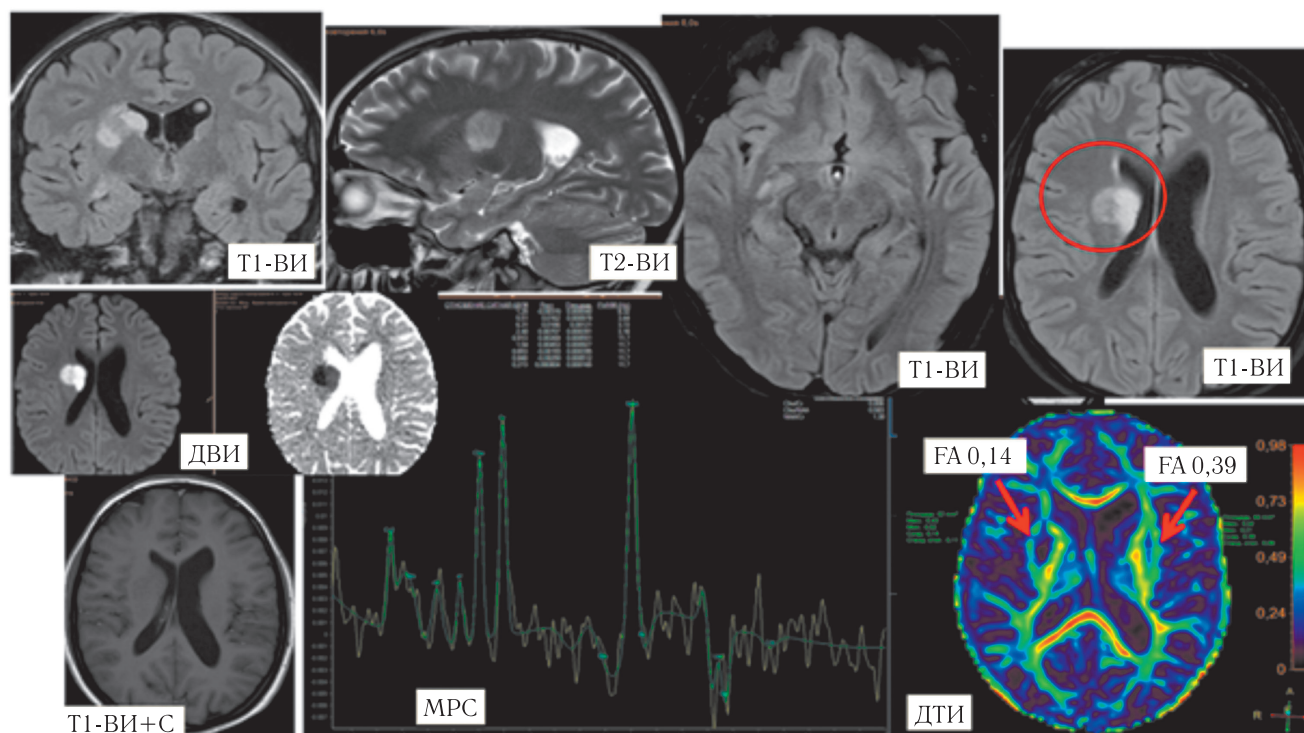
Девочка, 15 лет. Мультипараметрическая магнитно-резонансная томография. Васкулит
